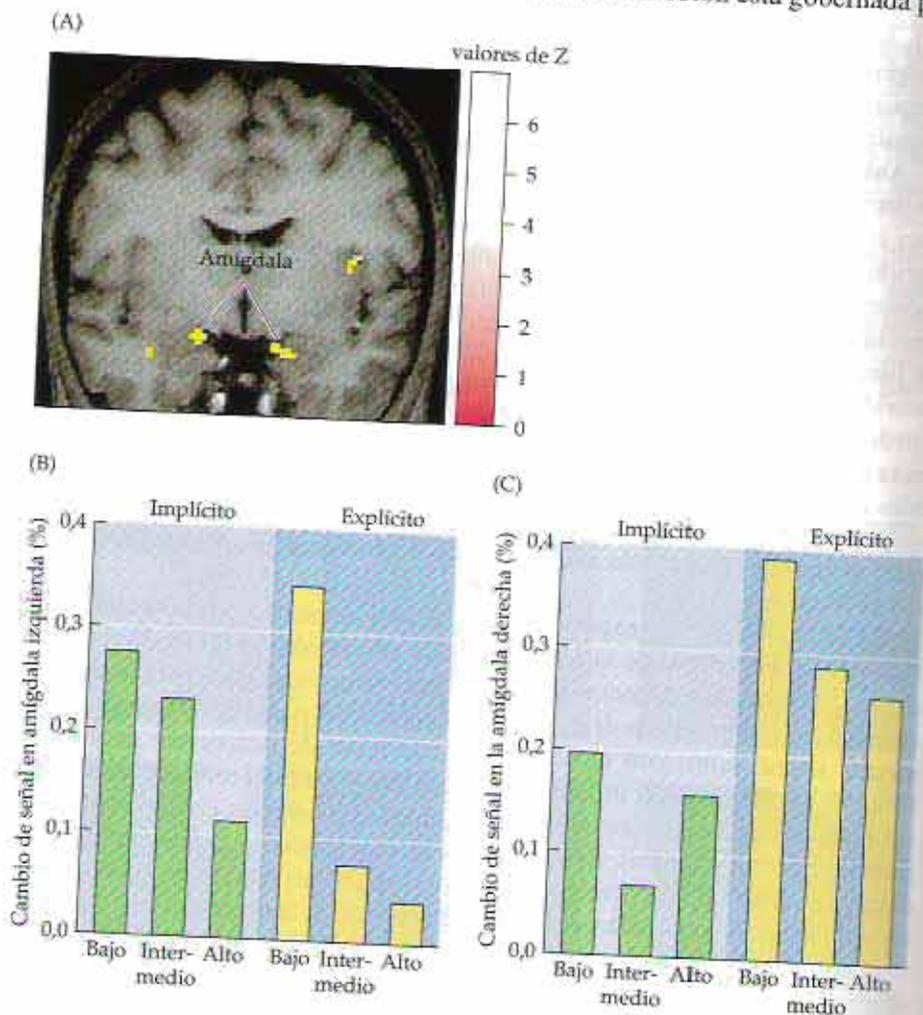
Activación de la amígdala durante los juicios de confiabilidad. A. La RM funcional muestra un aumento de la activación neural bilateral en la amígdala cuando los individuos normales evalúan la confiabilidad de los rostros humanos; la actividad también está aumentada en la corteza insular derecha. B, C. El grado de activación es máximo cuando los individuos evalúan rostros que son considerados poco confiables. (Bajo, intermedio y alto indican valoraciones de la confiabilidad; bajo = poco confiable.) Se observó el mismo efecto cuando se instruyó a los individuos para que evaluaran la confiabilidad de los rostros (condición explícita) o si los rostros eran de estudiantes de la secundaria o la universidad (condición implícita). (Tomado de Winston y col., 2002; A, cortesía de J. Winston.)
